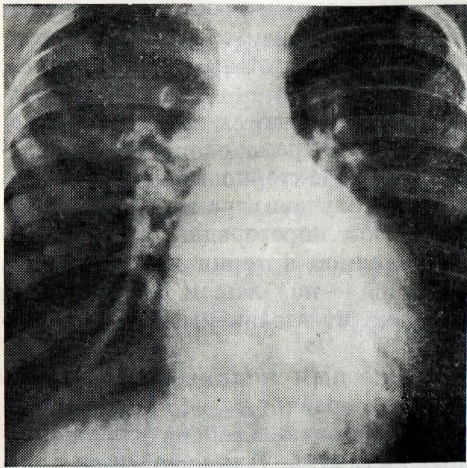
38. Рентгенограмма грудной клетки больного с полной транспозицией магистральных сосудов и интактной межжелудочковой перегородкой.
